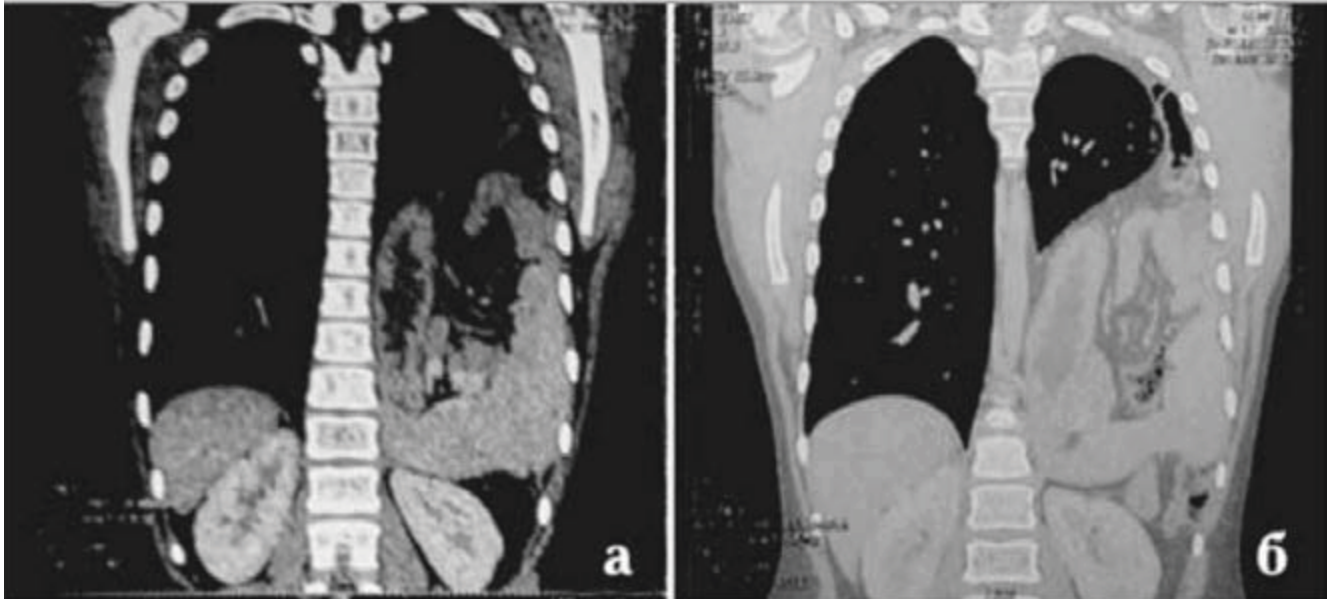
Комп'ютерна томографія органів грудної клітки з контрастуванням у дитини віком 12 років із природженою лівобічною діафрагмальною грижею Богдалека
